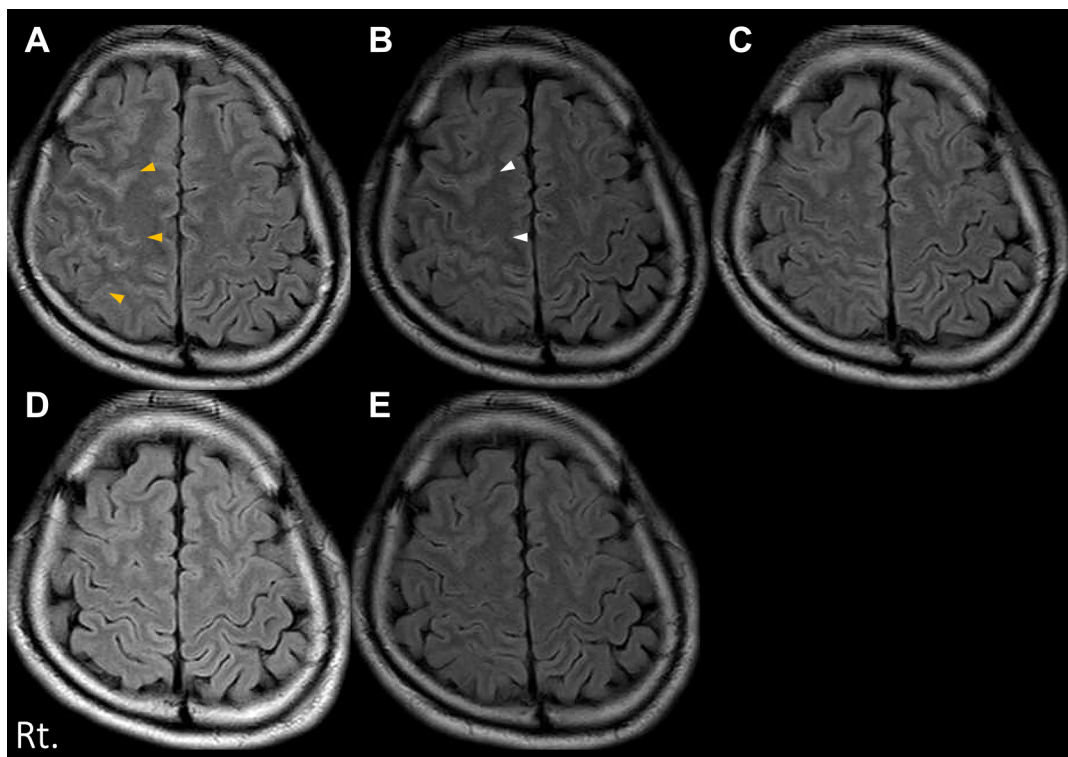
Transition of FLAIR images.
